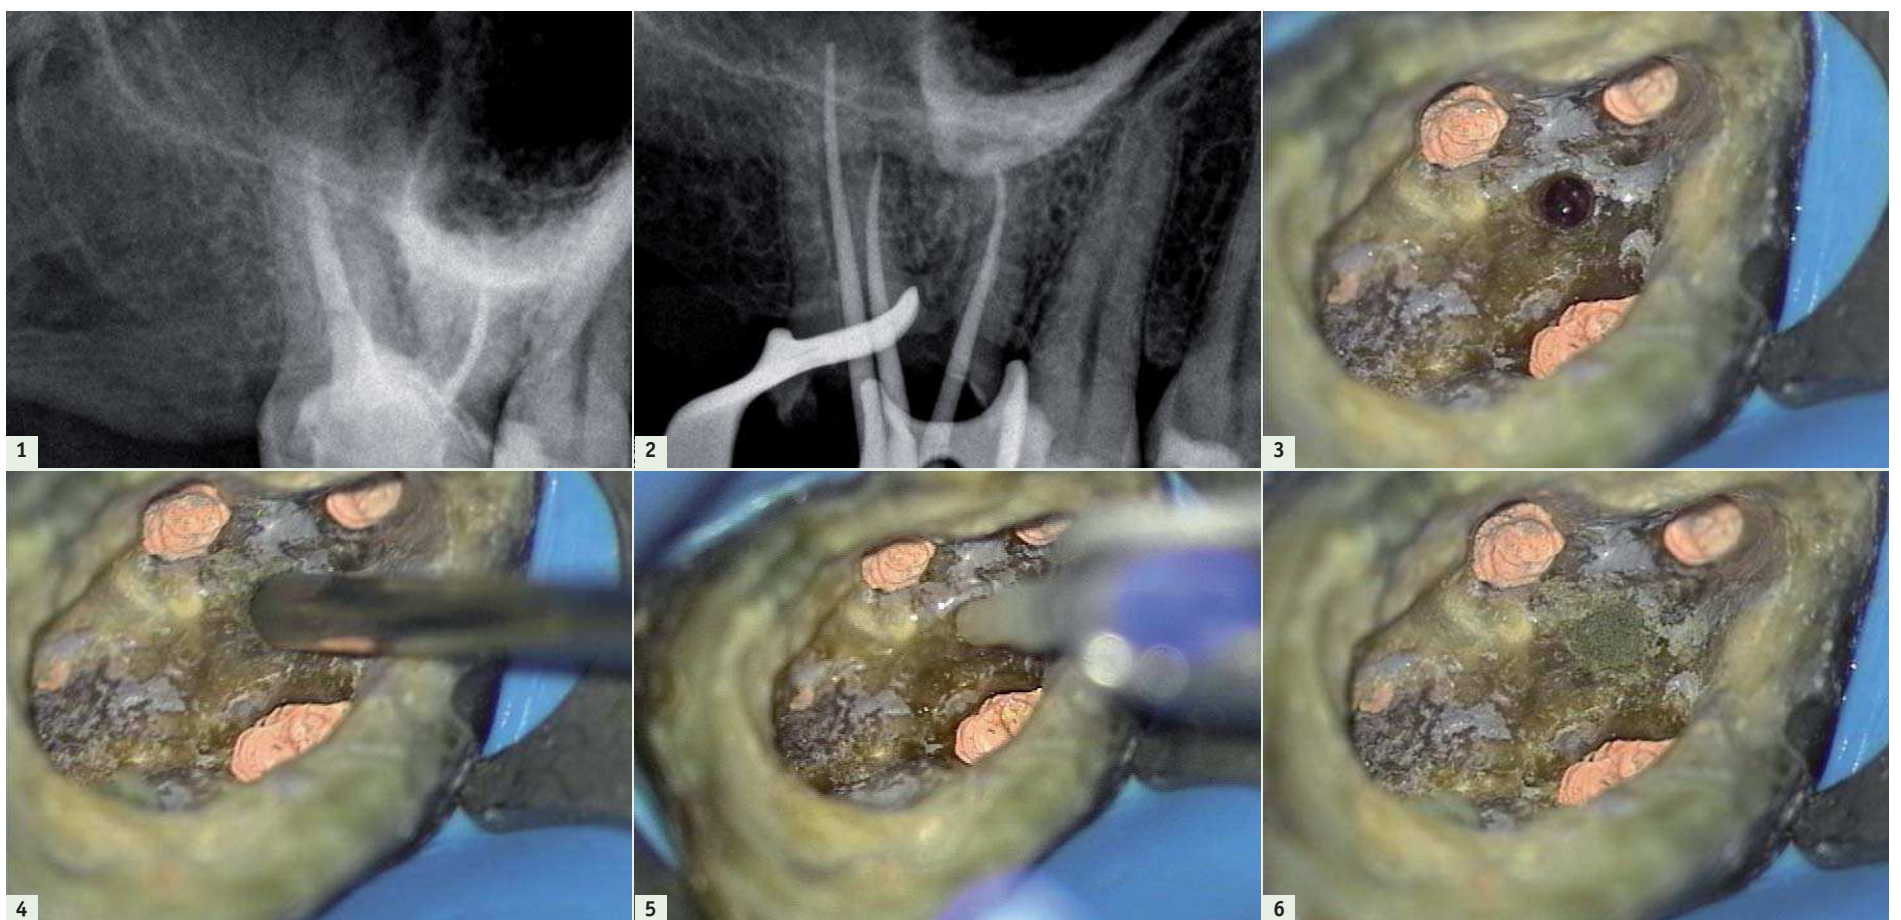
Radio préopératoire d'une molaire maxillaire présentant une perforation du plancher pulpaire provoquée lors de la recherche des canaux. – Fig. 2 : Radiographie de l'essai de gutta percha après localisation et mise en forme des canaux. – Fig. 3 : Photo du plancher pulpaire montrant la perforation ainsi que les canaux obturés à la gutta percha chaude. – Fig. 4 : Le MTA est mis en place dans la perforation à l'aide du MTA Gun muni d'un embout à mémoire de forme. – Fig. 5 : Le MTA est tassé doucement à l'aide de fouloir et de pointe papier sectionnées. – Fig. 6 : Photo post opératoire montrant le MTA dans la perforation.
